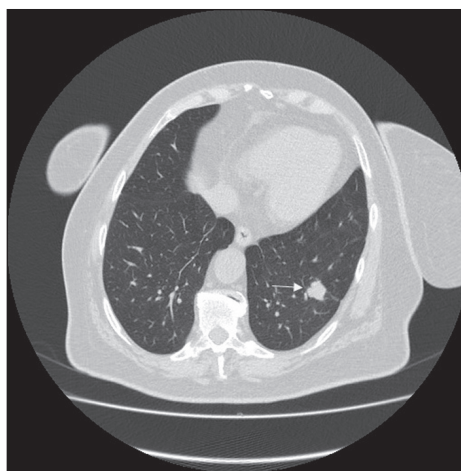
КТ органов грудной клетки. Новообразование в нижней доле левого легкого (указано стрелкой)
